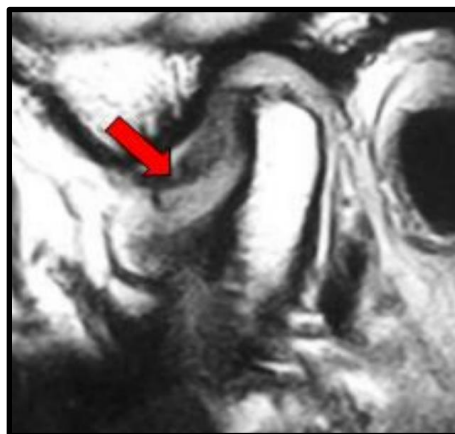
RM mostrando DD anterior (seta vermelha) num corte sagital.
